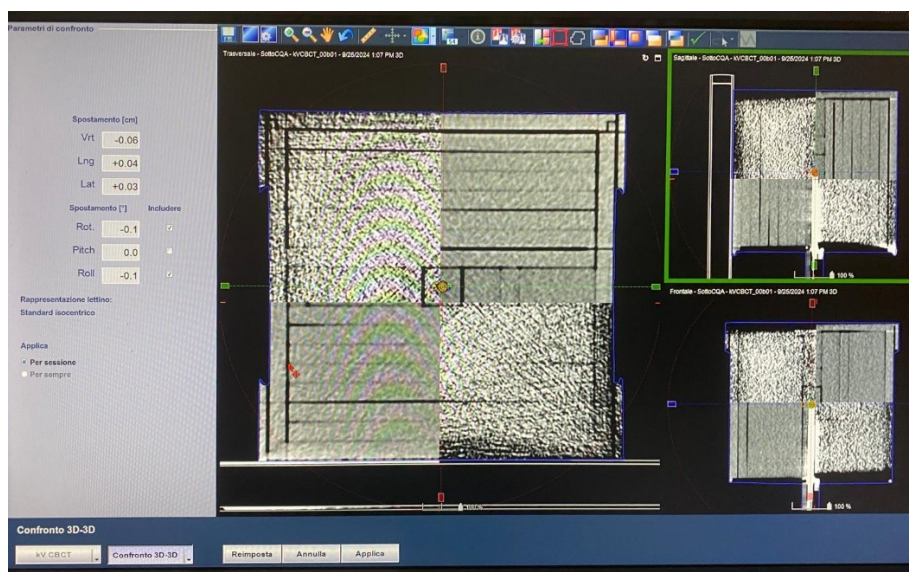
Match tra CT di centraggio e CBCT
